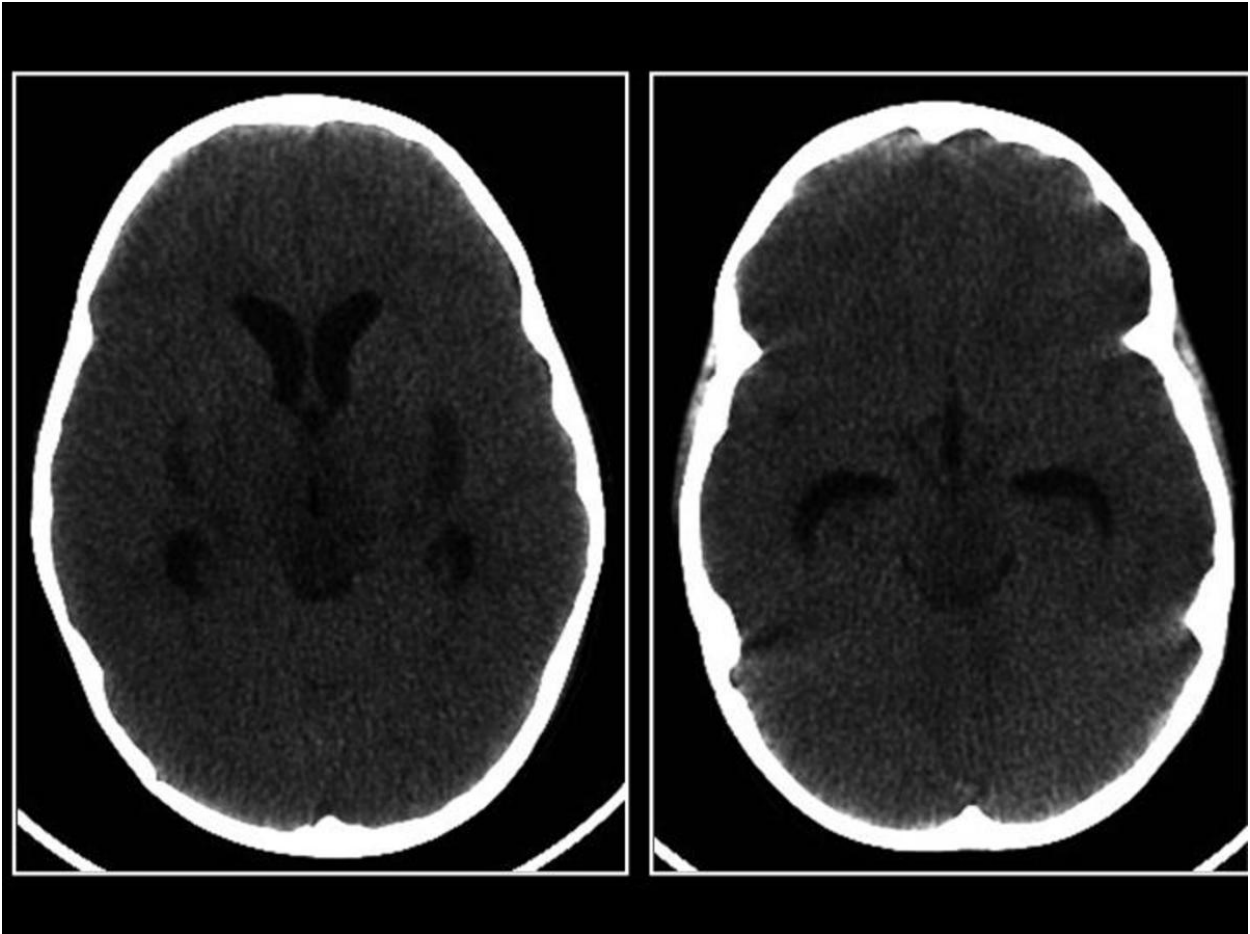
TC cerebral: Hipodensidad de los ganglios basales y del mesencéfalo, asociado a edema cerebral y dilatación ventricular.
